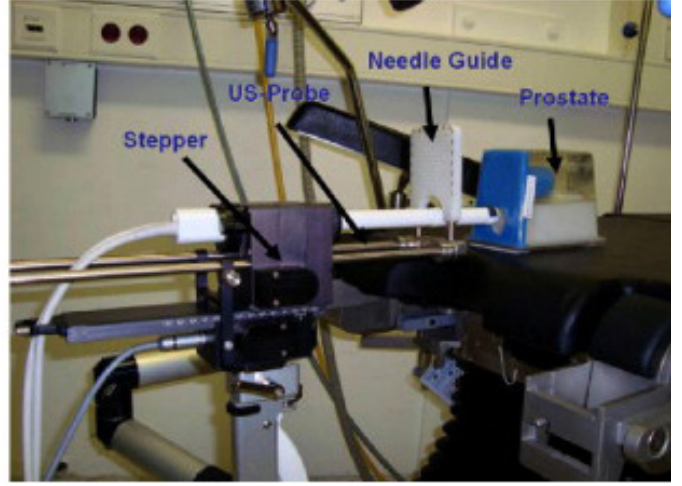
Transperineal biyopsi ultrason ve step ünitesi*
